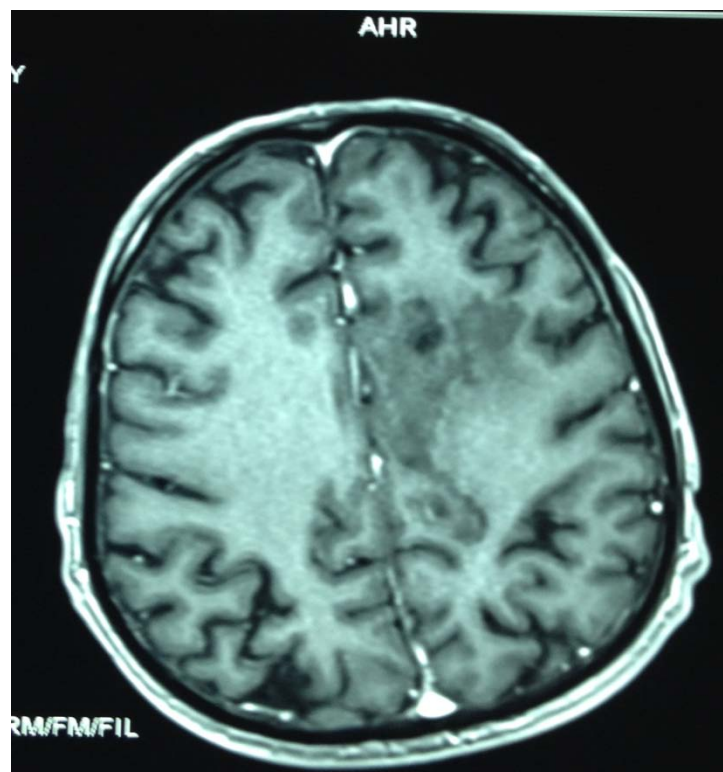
IRM cérébrale Séquence T1 sans injection :
